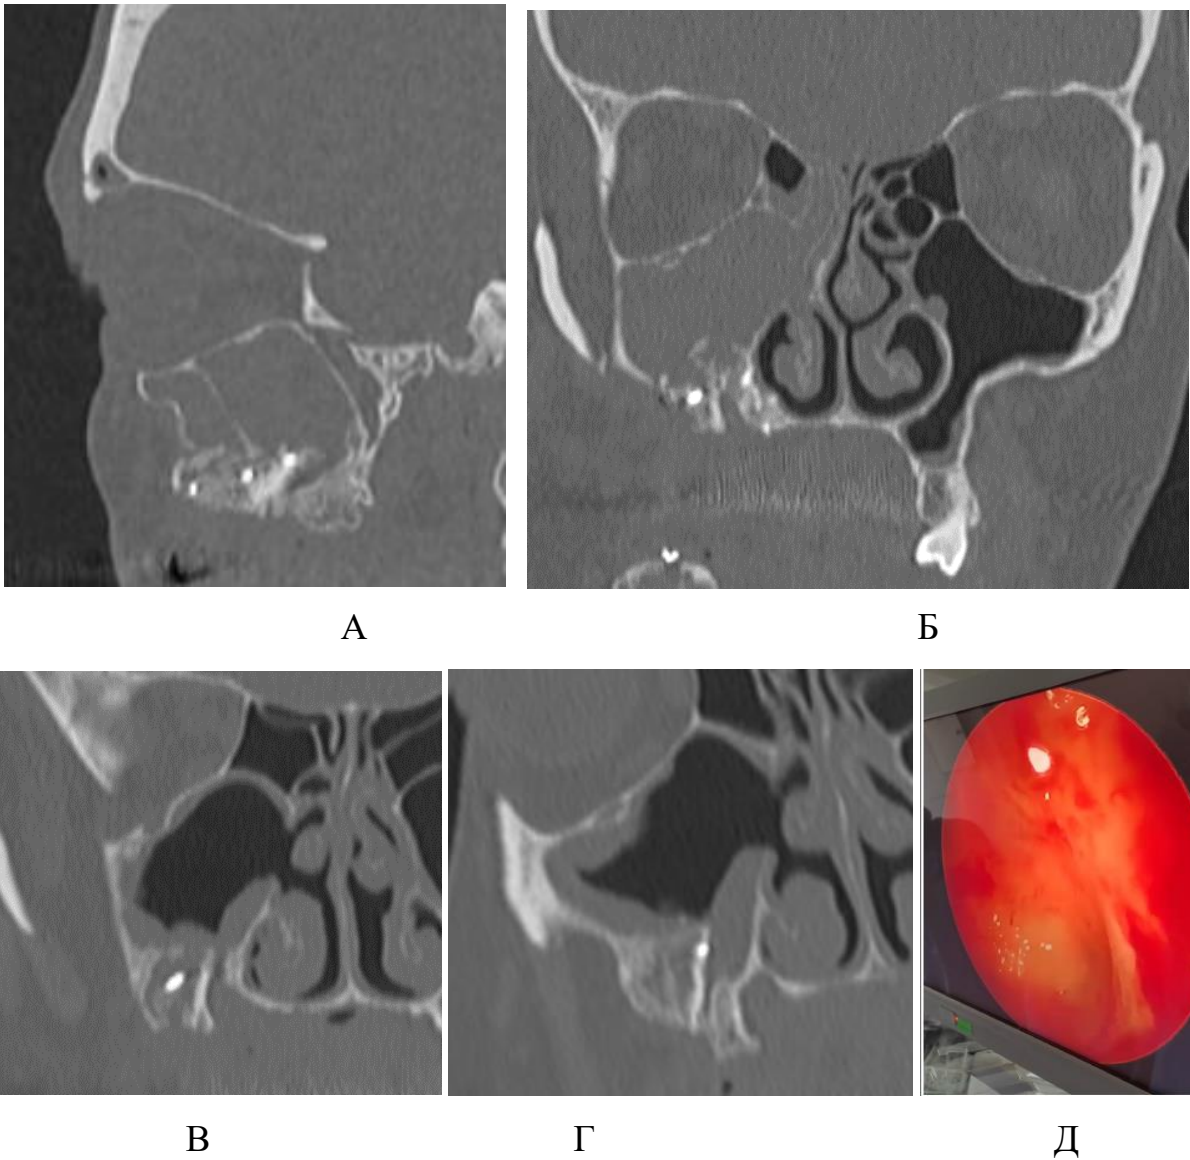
Лікування пацієнтки О., 38 років із ознаками хронічного верхньощелепного синуситу після проведення LSFA із використанням АКТ. А, Б – КТ пацієнтки через 6 місяців після операції відповідає типу «F» (Chen Y-W et al., 2018), В,Г – контрольне КТ після проведення FESS, Д – відсутність ознак експозиції АКТ при відеоендоскопічному контролі
